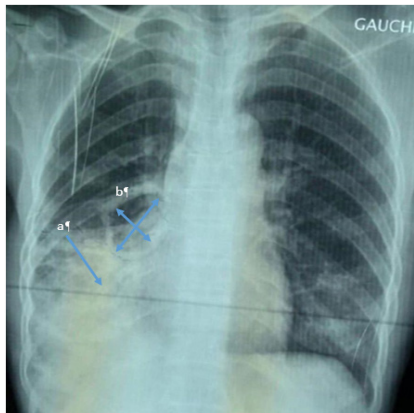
Radiographie thoracique de face : Opacité dense homogène à la base pulmonaire droite (a) associée à une image cavitaire hilaire droite présentant en son sein une opacité nodulaire (b).
